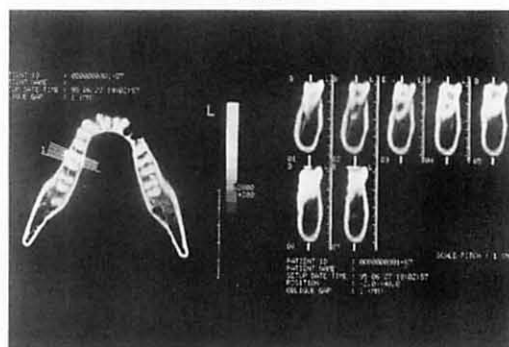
下顎下縁平面を基準平面とすることにより得られたCTX線像
